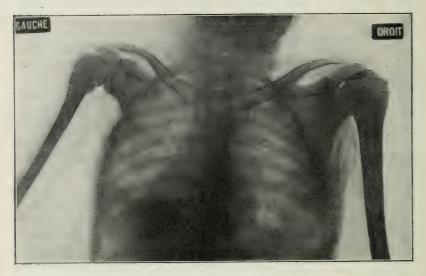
Radiographie d'une atrophie osseuse six ans après une paralysie infantile (obs. pers.).
